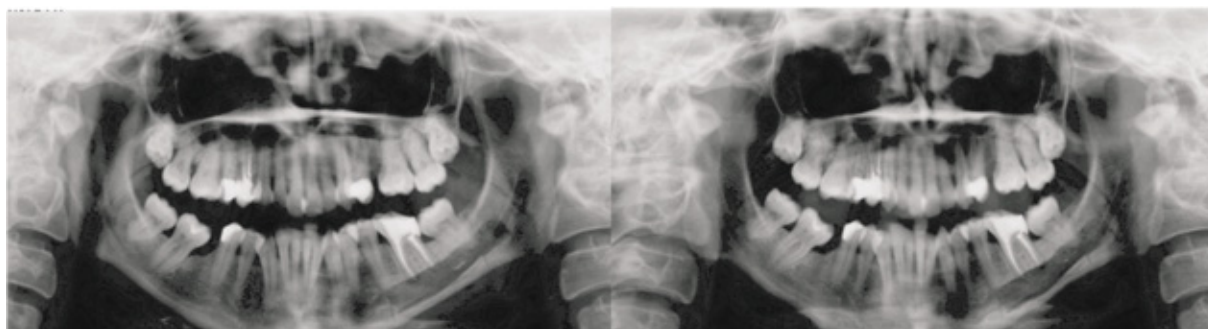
Контрольные рентгенограммы
